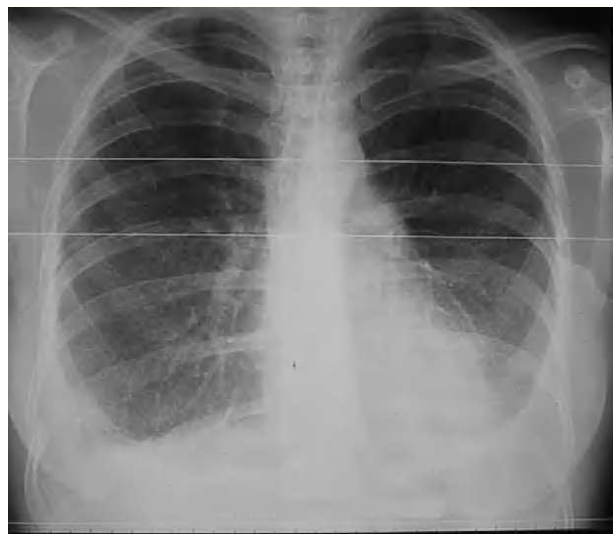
Radiografía de tórax un año tras la intervención, en la que se observa un leve pinzamiento de ambos senos costofrénicos.
